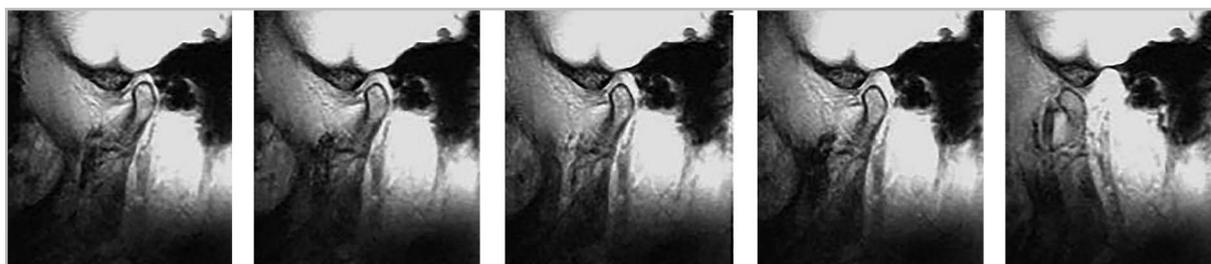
МР-томограммы. Серия T1-ВИ в кососагиттальной плоскости. Кинематическое исследование ВНЧС
